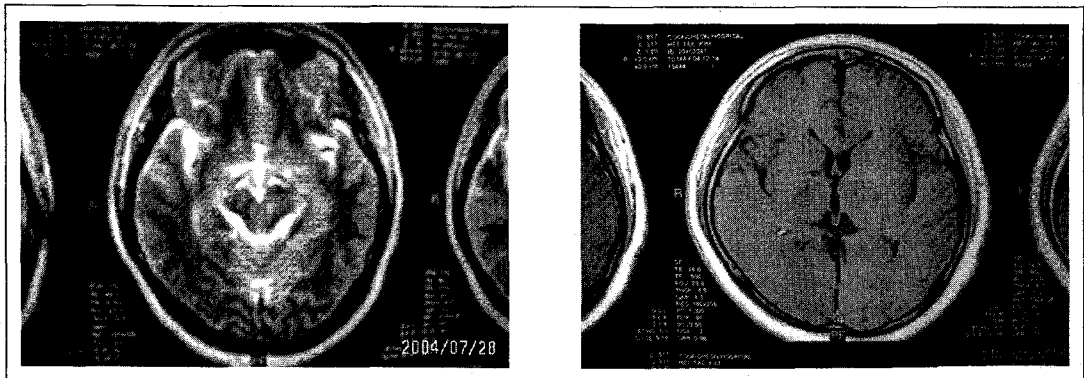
Brain MRI-Infarction(Lt. mid brain & Rt. basal ganglion)
